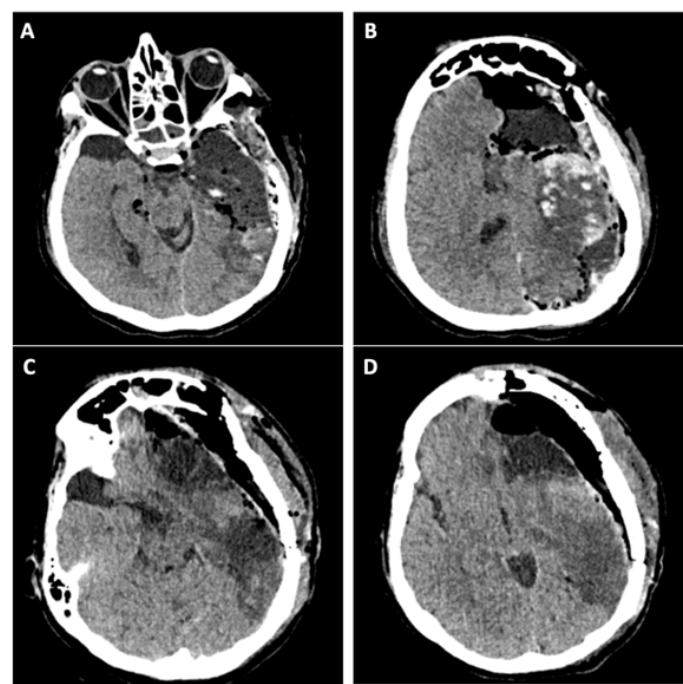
TAC control posoperatorio de Hemisfectormía Izquierda.
